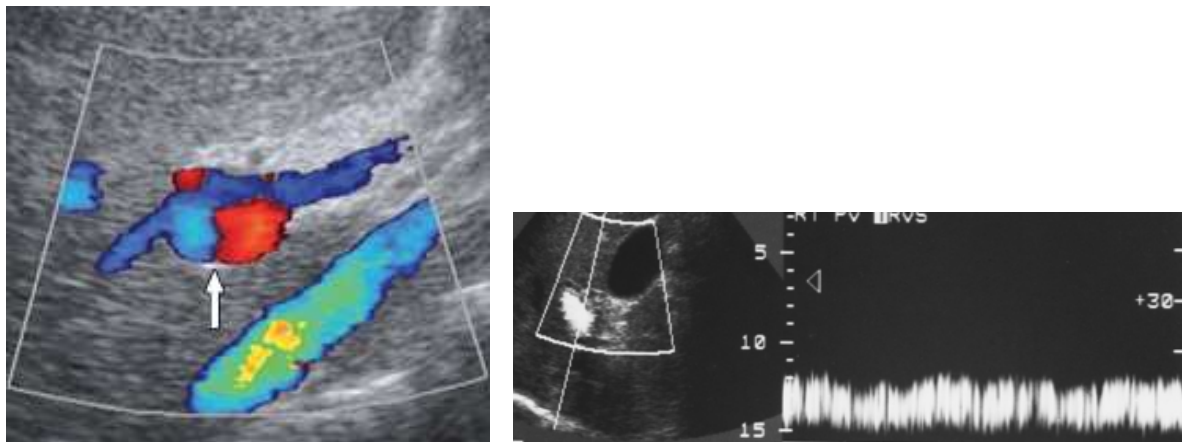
Doppler couleur mettant en évidence la nature vasculaire de la masse anéchogène (à gauche) (97). Doppler pulsé enregistrant un flux continu de type veineux (100).
